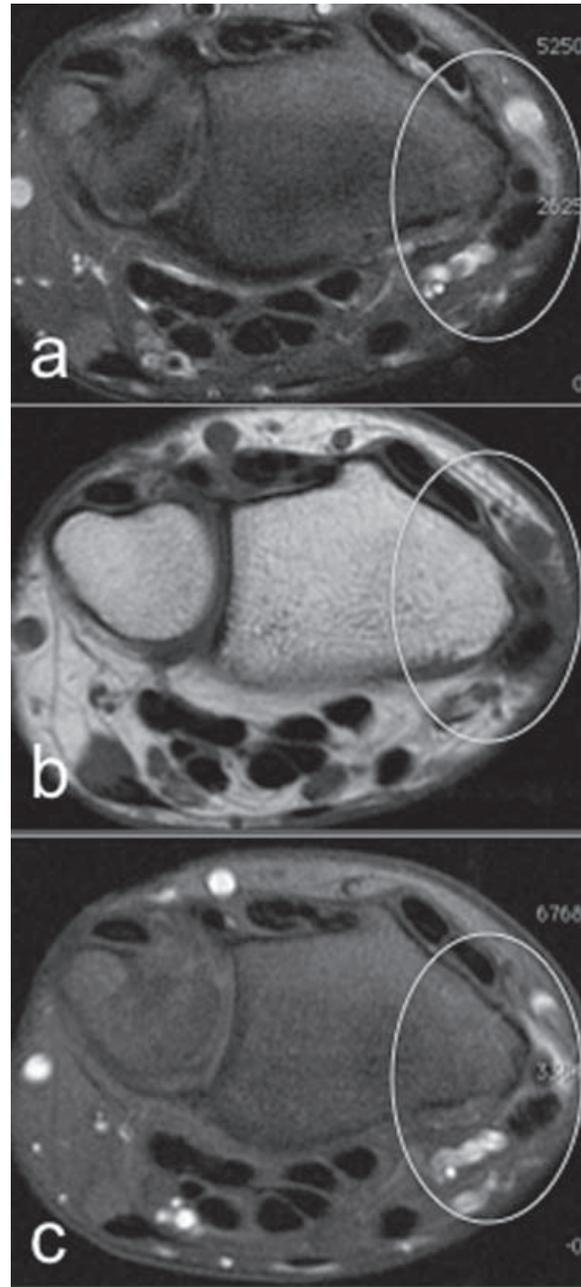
IRM d'une ténosynovite de de Quervain avec séquences T2 fat sat (a), T1 (b) et T1 gado fat sat (c). Même patiente que figure 9 avec atteinte isolée de l'EPB.
